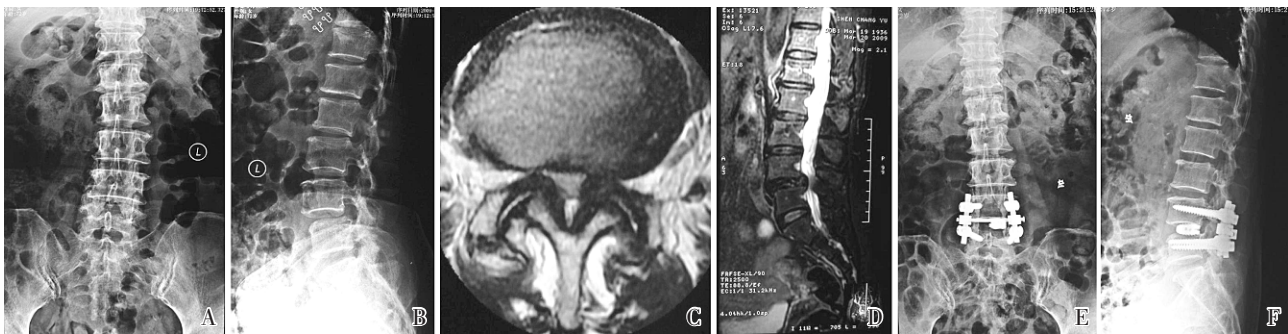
PLIF 术前正侧位 X-ray (A、B)、MR (C、D)、术后正侧位 X-ray (E、F)
